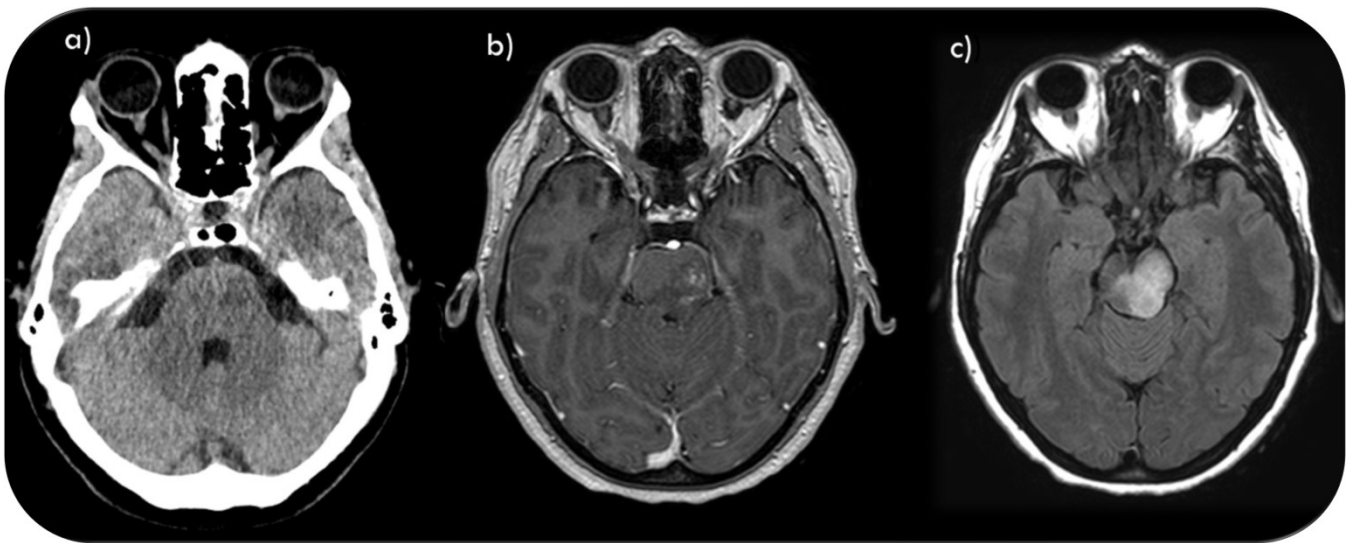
Estudios iniciales de un paciente con síndrome de CLIPPERS con una clínica de presentación de diplopía e inestabilidad. En el estudio de TC se observa un área hipodensa en la hemiprotuberancia izquierda (imagen a). Focos de realce puntiforme e hiperseñal en FLAIR en el estudio de RM del mismo paciente (imágenes b y c respectivamente).
